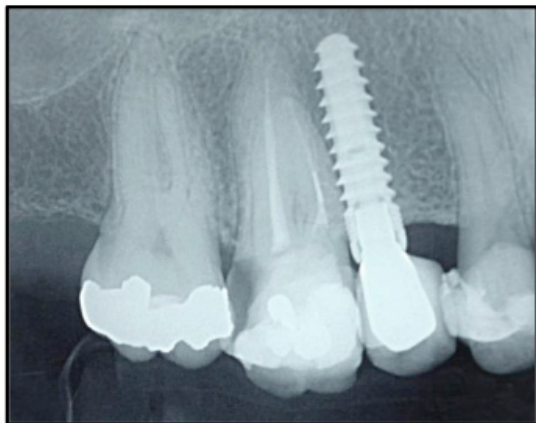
Radiografia digital indicando fratura radicular do dente 16.
